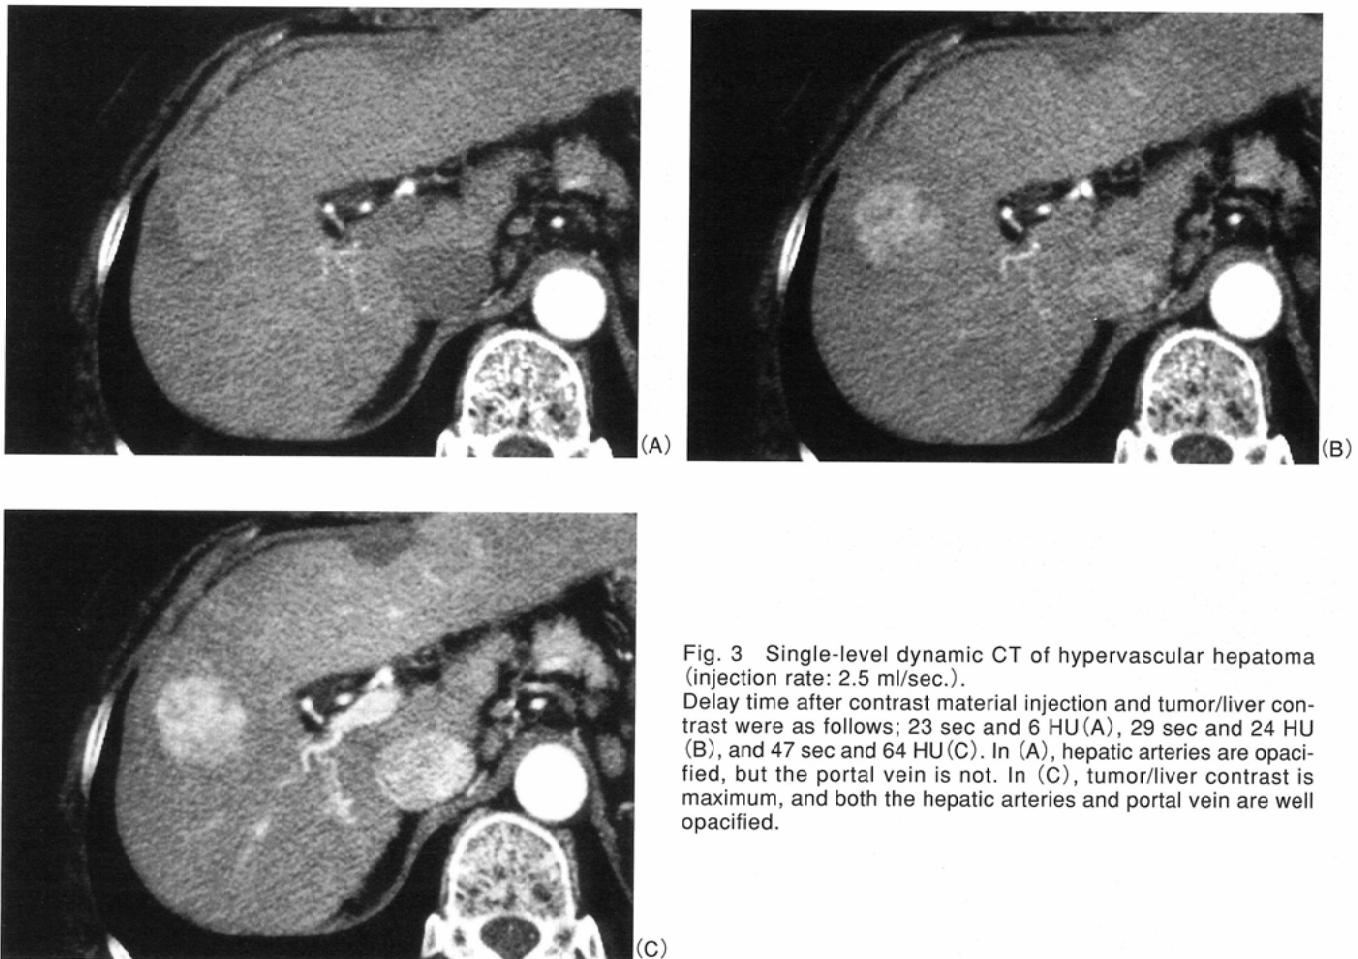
Single-level dynamic CT of hypervascular hepatoma (injection rate: 2.5 ml/sec.). Delay time after contrast material injection and tumor/liver contrast were as follows; 23 sec and 6 HU(A), 29 sec and 24 HU(B), and 47 sec and 64 HU(C). In (A), hepatic arteries are opacified, but the portal vein is not. In (C), tumor/liver contrast is maximum, and both the hepatic arteries and portal vein are well opacified.
